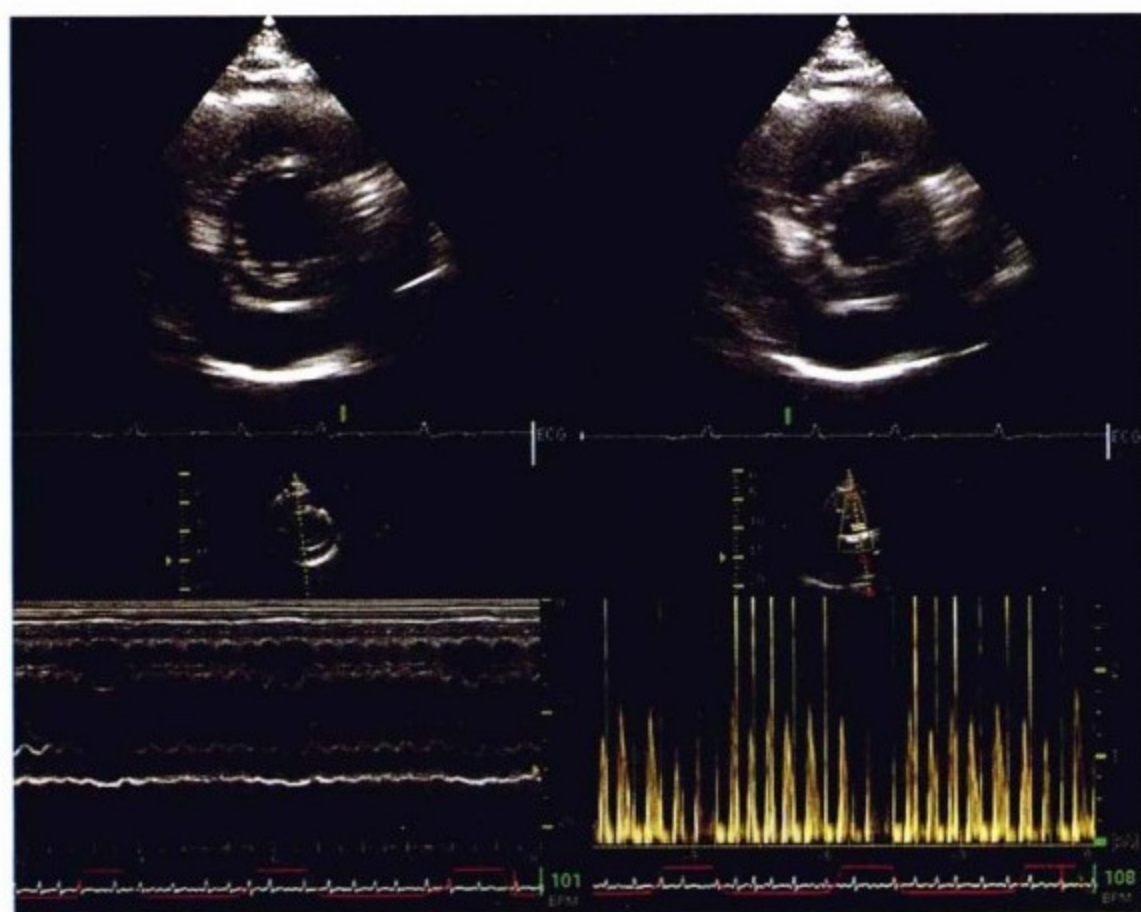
心包压塞的心室相互依赖性。上图,心包压塞的二维短轴超声图。左上图,间隔和轮廓正常,伴随正常的心室充盈。右上图,间隔位置和轮廓偏向左心室(吸气),伴随吸气时左心室充盈压降低。左下图,经间隔M型超声(注意呼吸轨道在下方);伴随吸气,右心室过度充盈,左心室充盈下降。右下图,左心室流入道血流频谱:吸气时,二尖瓣反流和左心室充盈下降。
